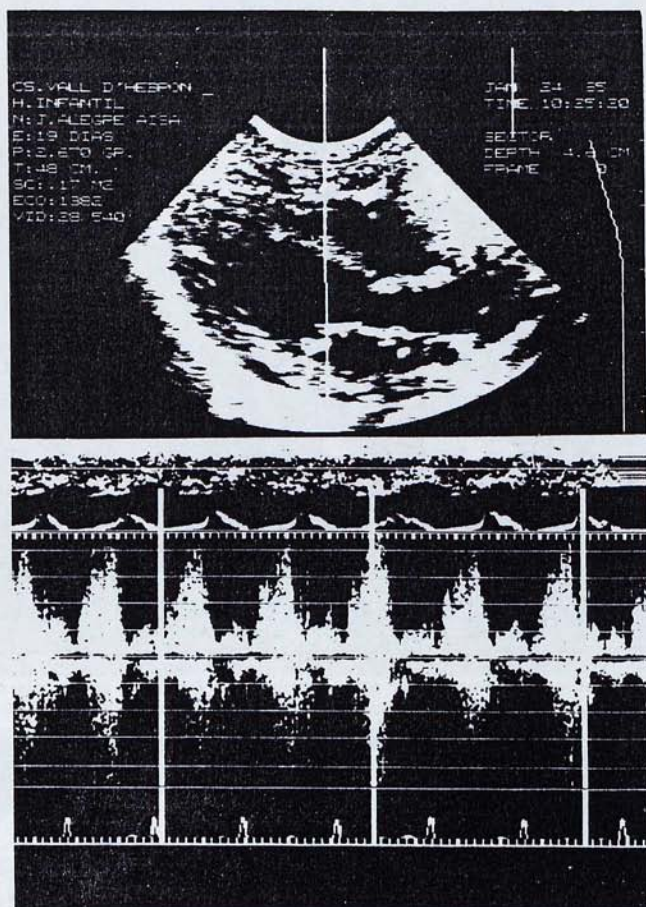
Comunicació interventricular muscular. La imatge superior correspon a un pla paraesternal longitudinal; l'envà interventricular (fletxa) és normal, i no s'aprecia una solució de continuïtat suggestiva d'una comunicació interventricular. La imatge inferior correspon a l'examen Doppler, el qual descobreix la presència d'un flux anòmal, pansistòlic, que va del ventricle esquerre al dret: aquest fet és demostratiu de la presència d'una comunicació interventricular muscular.
